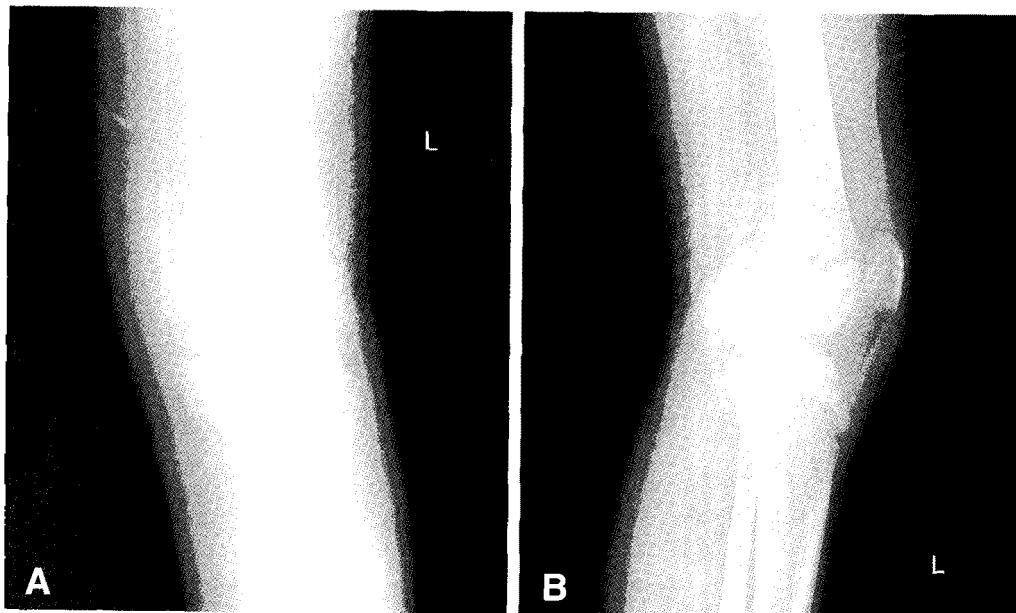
The anteroposterior (A) and lateral (B) radiographs of the knee 4 weeks after surgery showed that the fixed fragment was being in a good consolidation. Clinically, the patient felt no pain and was able to extend her knee fully without difficulty at that time.
